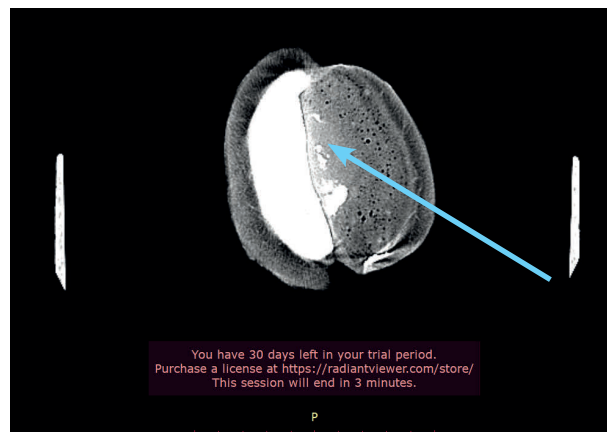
СКТ-признаки остеоинтеграции импланта из биополимера «Рекост-М» в виде включений кальцинатов в пористую структуру «Рекоста-М»
